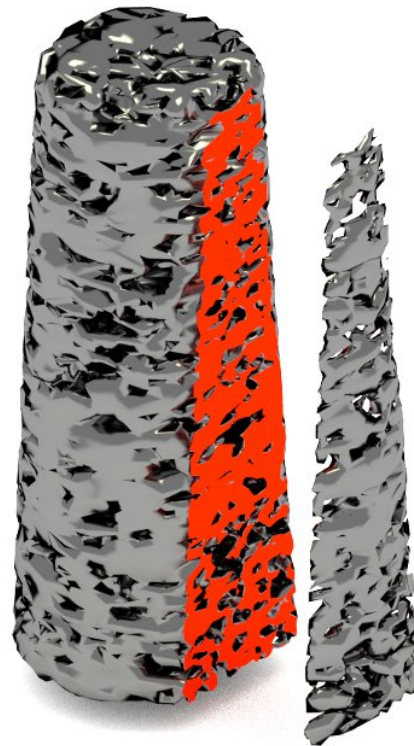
Darstellung eines Implantatmodells aus Titanschaum. Das Modell wurde aus einer μ CT-Aufnahme rekonstruiert. Die rot eingefärbte Schnittfläche durch das Modell gibt einen Einblick in die offenporige Struktur im Inneren des Implantates.
